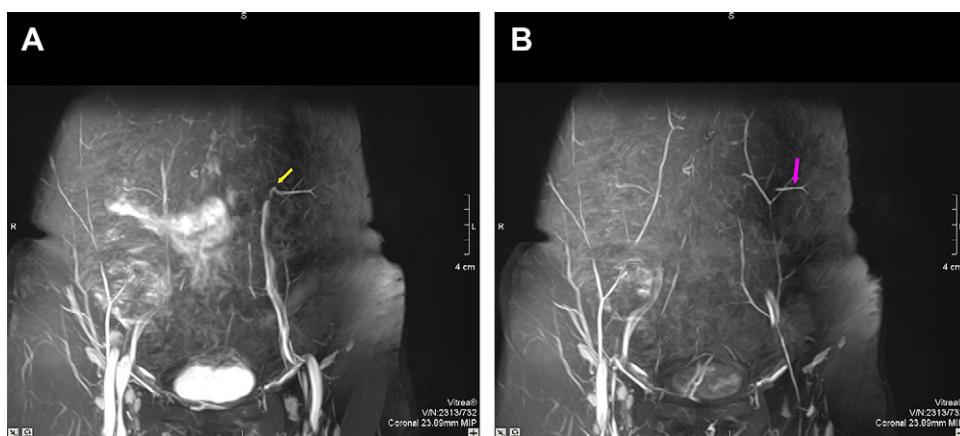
(A) Coronal magnetic resonance image showing the abdominal vascular network (deep layer). The arrow indicates the dominant perforator arising from the muscle through the subcutaneous tissue. (B) Coronal magnetic resonance image showing the abdominal vascular network (superficial layer). The arrow indicates the course of the dominant perforator through the subcutaneous tissue.
